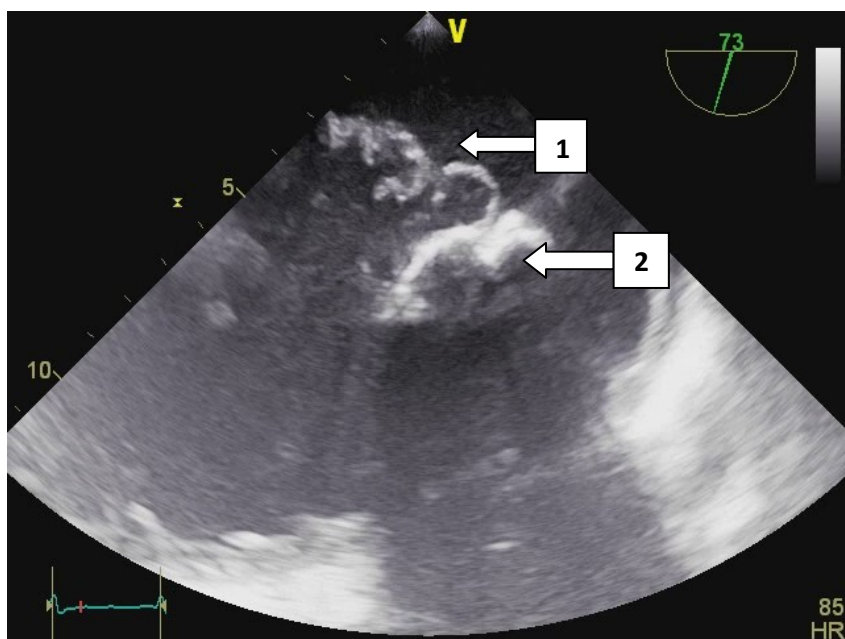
Мультисегментарное поражение створок МК при болезни Барлоу (1), кальциноз митрального кольца (2). Чреспищеводная эхокардиография
